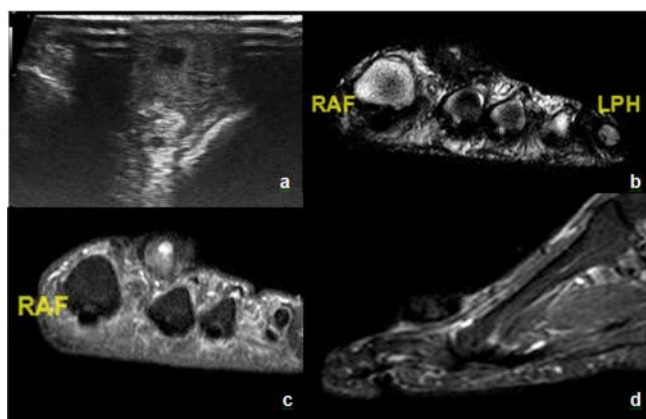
Ecografía de partes blandas. Lesión subcutánea heterogénea con zona central de escasos mm licuefactada, apoyada sobre tendón extensor, doppler negativo, en base del 2º dedo dorsal medial, de 1.4 x 0.9 x 1.5 cm, puede
